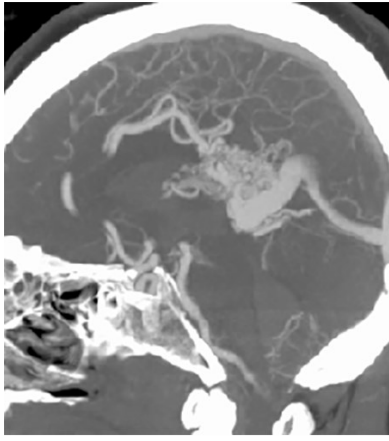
胼胝体压部 AVM 大量出血。侧位 CTA 显示 ACA 供血动脉和引流静脉汇入 Galen 静脉。通过非优势侧（第一行图）行后纵裂入路。及早发现并处理大的胼胝体周围供血动脉分支（第二行图）。排除皮质扣带回和对侧胼胝体周围供血血管（第三行图）。最终横断 PCA 供血血管及离断汇入 Galen 静脉的主要引流静脉。
